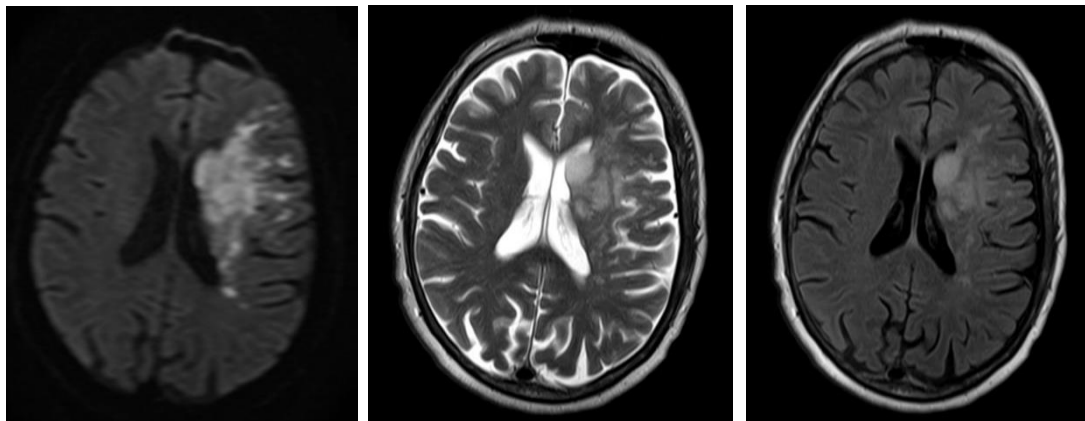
Рисунок А.5. МРТ головного мозга пациента. DWI-, T2- и T2-FLAIR-режимы, аксиальный срез. В подкорковых ядрах (скорлупа, головка хвостатого ядра, задняя ножка внутренней капсулы) слева и в белом веществе кверху практически до субкортикальных отделов определяется зона неоднородного повышения МР-сигнала на DWI с ограничением на ADC – НМК по ишемическому типу в подострой стадии размером около 46x79x35 мм (общий объем ишемии равен 52,4 см³ по данным DWI-режима и 36,2 см³ по данным T2-режима).
